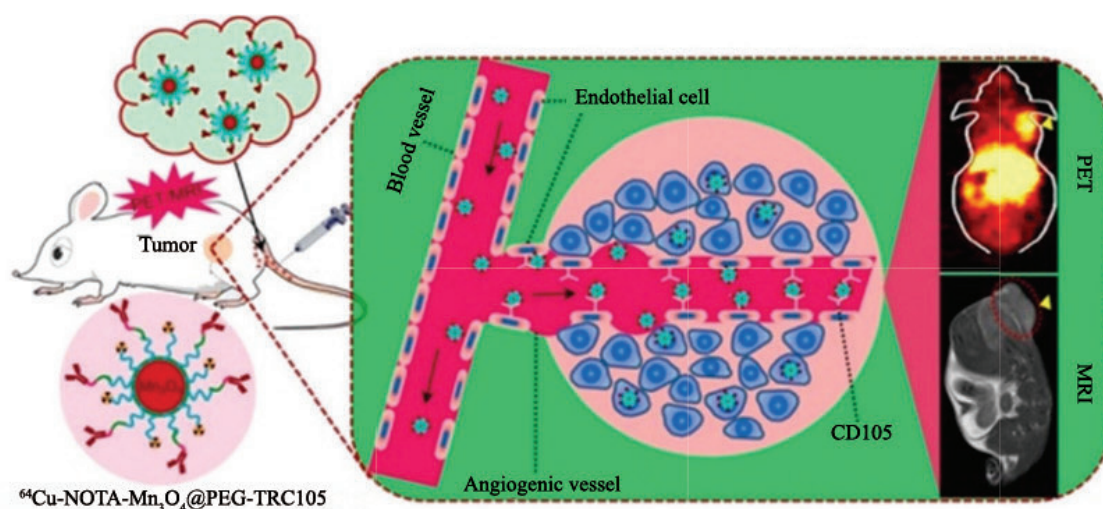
核素标记抗体结合的 Mn_3O_4 纳米粒在肿瘤的PET和MRI
